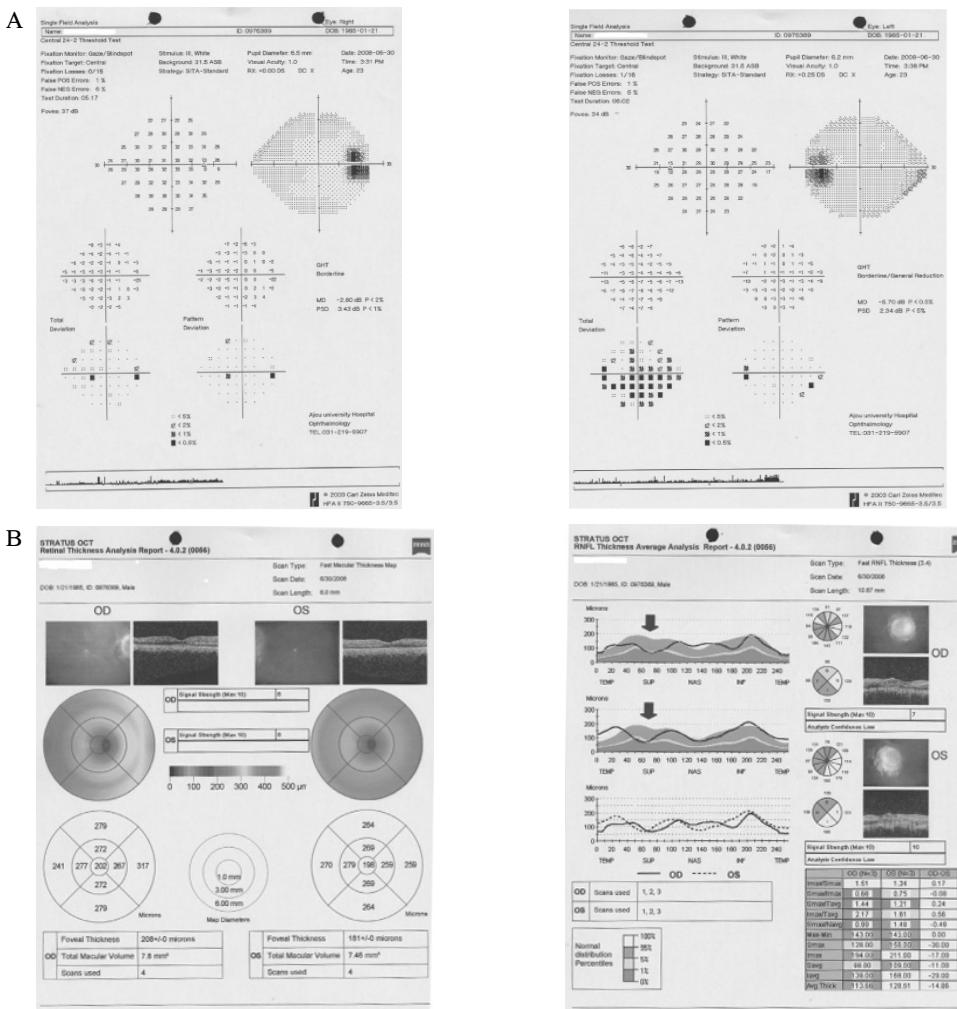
Ophthalmologic examination. A. Visual field analysis showed generalized reduction of sensitivity without significant visual field defect in both eyes. B. Optical coherence tomography showed focal retinal nerve fiber layer defect in superior segments of optic nerve head in both eyes (red arrow) suggesting mild optic nerve hypoplasia.
